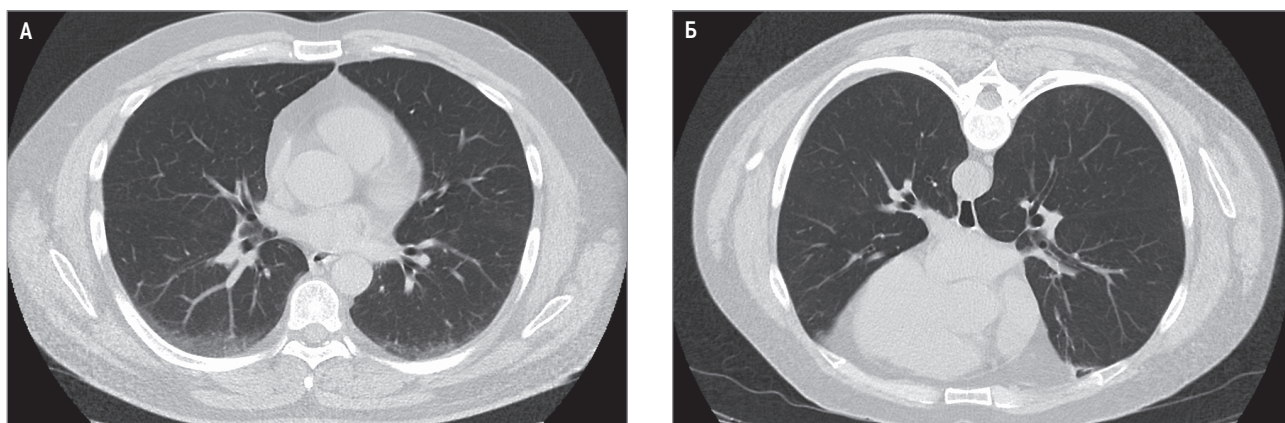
Области функциональной гиповентиляции на компьютерной томограмме, положения: А – на спине; Б – на животе
